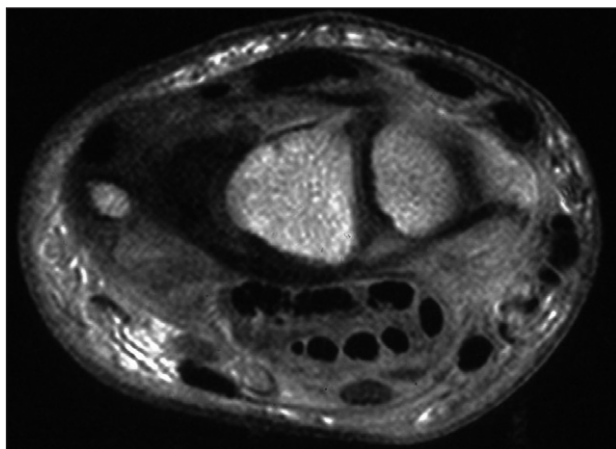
Resonancia magnética nuclear con contraste en la que se observa importante captación en partes blandas.
